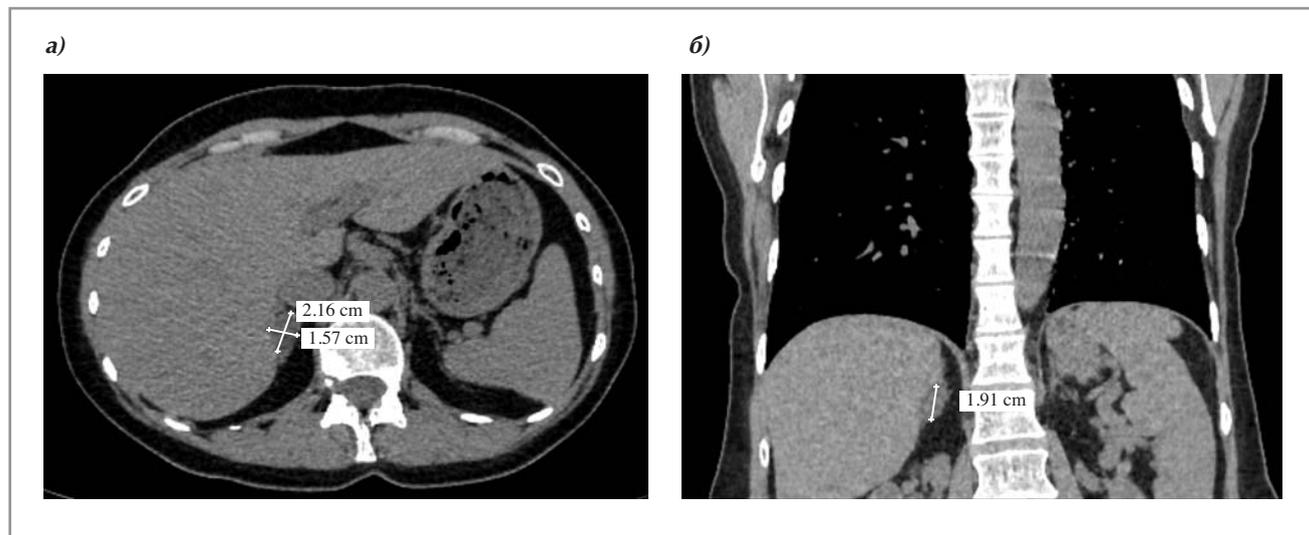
Результаты МСКТ. Образование правого надпочечника округлой формы, с четкими и ровными контурами, размером 21,6×15,7×19,1 мм, плотностью до 17 ед. Н. в аксиальной (а) и коронарной (б) проекциях.
